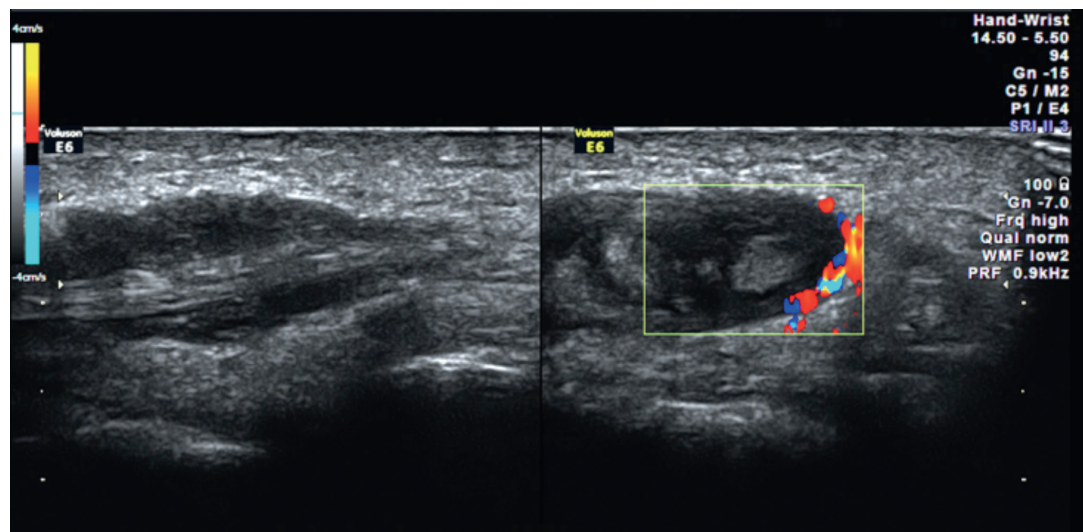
Se observa la presencia en 2 cortes, longitudinal y transversal, de la tenosinovitis del cuarto compartimento extensor izquierdo con señal Doppler en su interior, sin evidencia de sinovitis radiocarpiana o intercarpiana.
